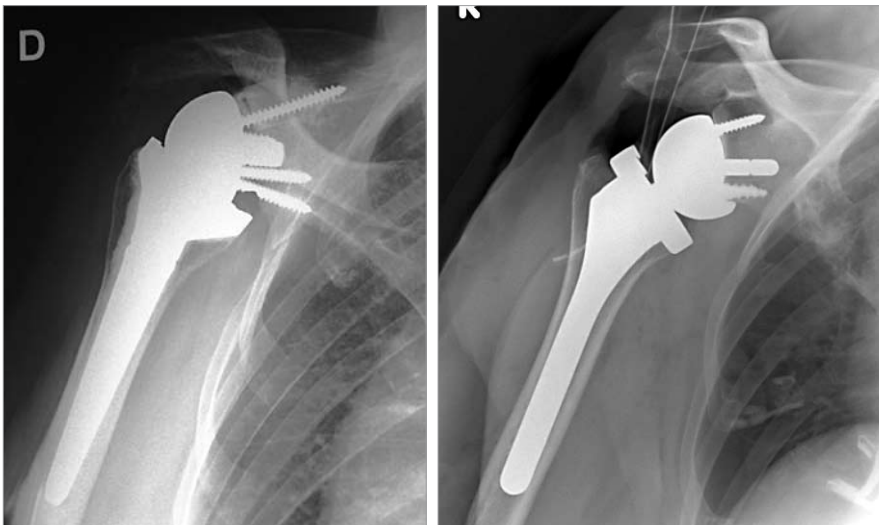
Röntgenbild einer Delta-III-Prothese (a) und einer Duocentric-Prothese (b). Durch die Steilerstellung der Pfanne kann der mechanische Konflikt mit dem Skapulahals vermieden werden
